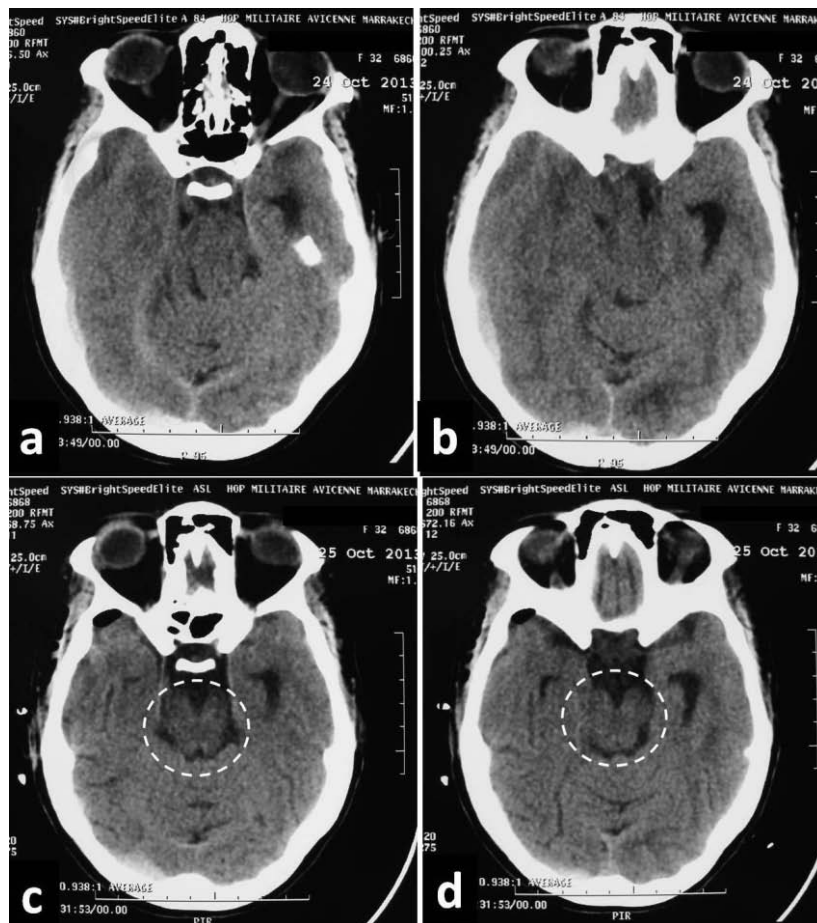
TDM cérébrale en coupes axiales comparatives. (a) et (b) préopératoires montrant la déformation du tronc cérébral et l'hyperdensité spontanée du pédoncule cérébral gauche. (c) et (d) postopératoires mettant en évidence la disparition de la hernie unciale, le retour du mésencéphale à sa forme et sa densité normale avec une réapparition des citernes de la base.
